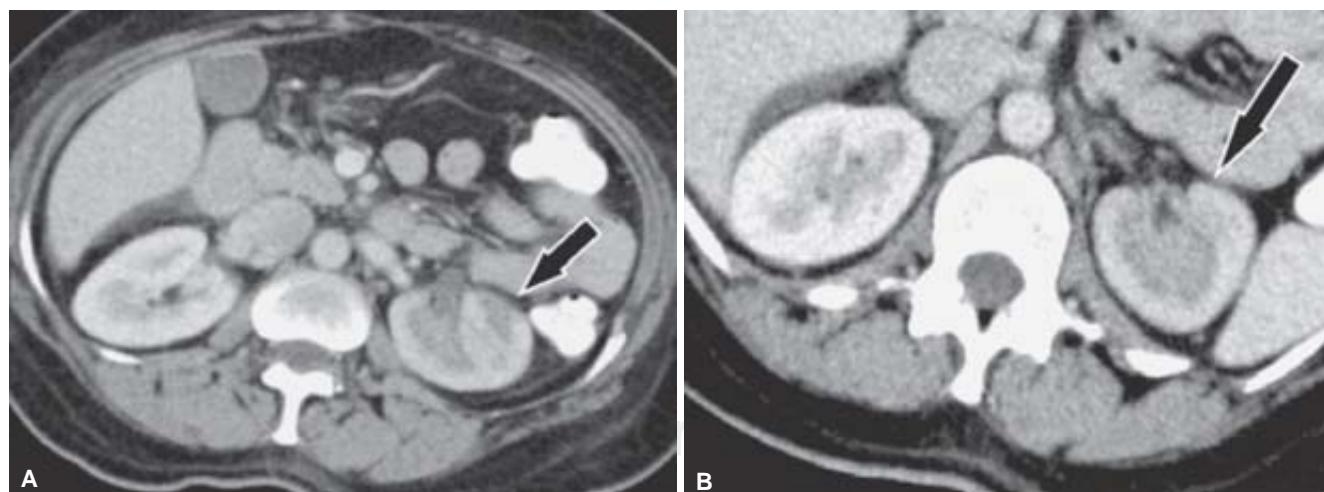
Caso 1a. Femenino, de la 5a. década de la vida, que acudió a Urgencias por dolor abdominal, con diagnóstico clínico de presunción de sospecha de enfermedad diverticular y la TC mostró en la fase venosa retardo en la concentración del medio de contraste del riñón izquierdo.
